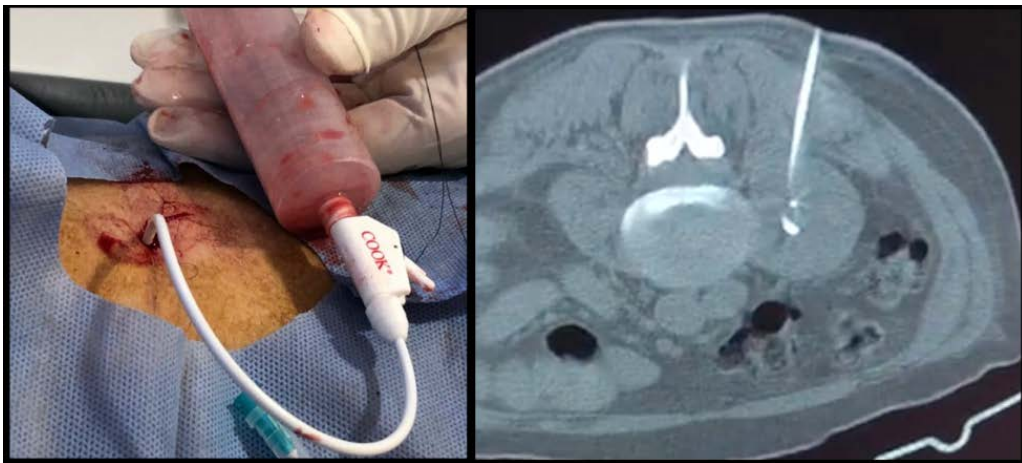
Drenaje percutáneo guiado por tomografía.
